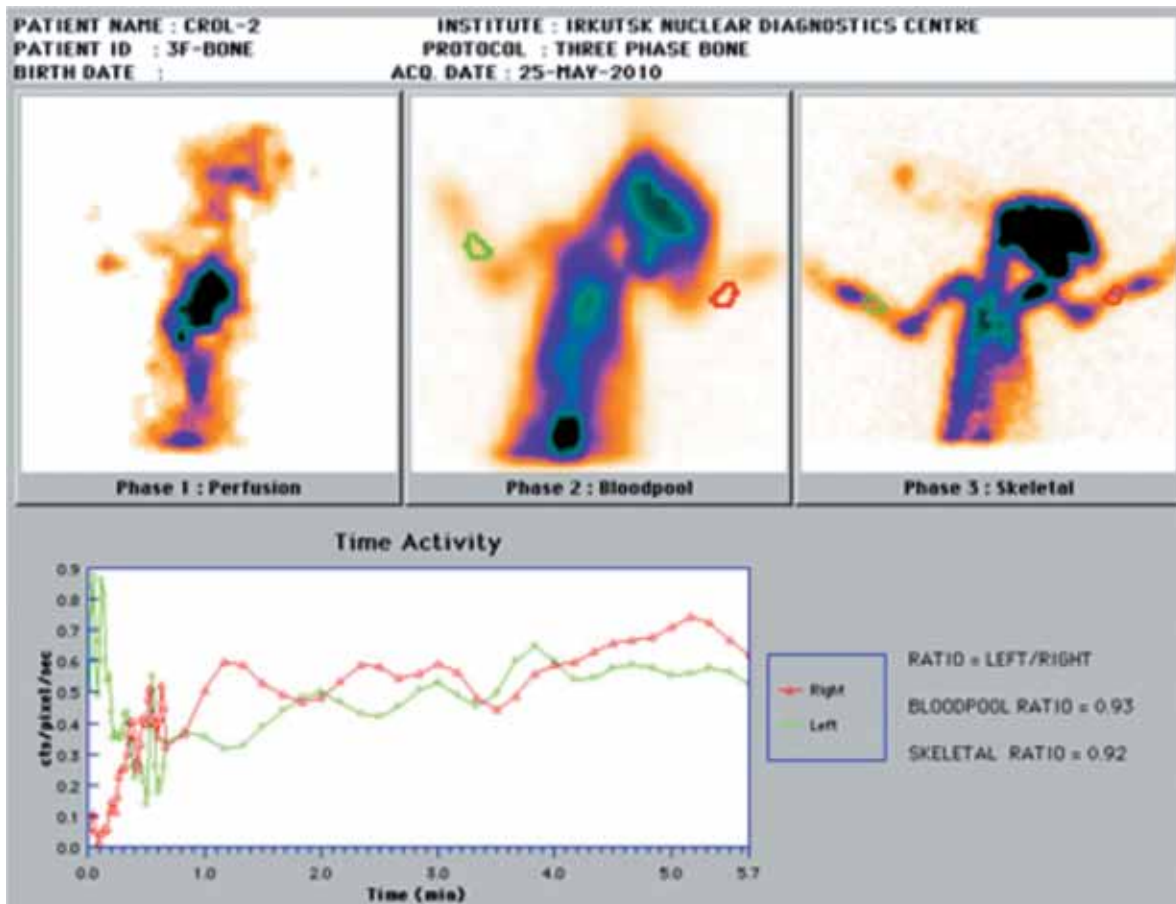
Остеосцинтиграмма. Кролик № 2 (группа 2, 10 суток фиксации)
